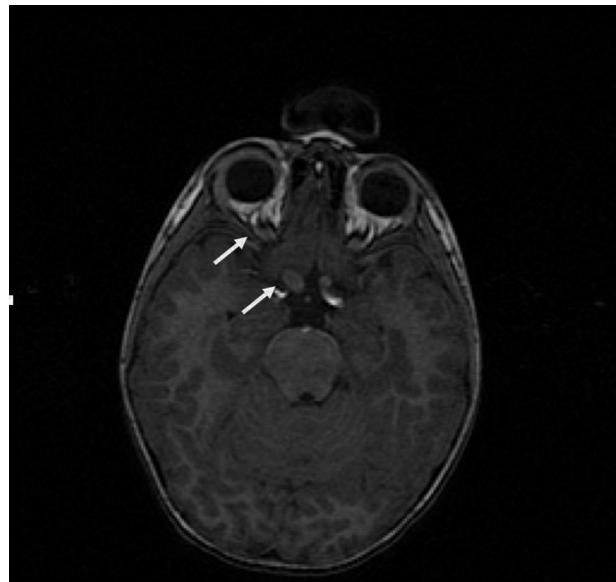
Glioma del nervio óptico: resonancia magnética nuclear, que muestra engrosamiento prequiasmático del segmento posterior del nervio óptico derecho, sin realce evidente, compatible con glioma de nervio óptico.
